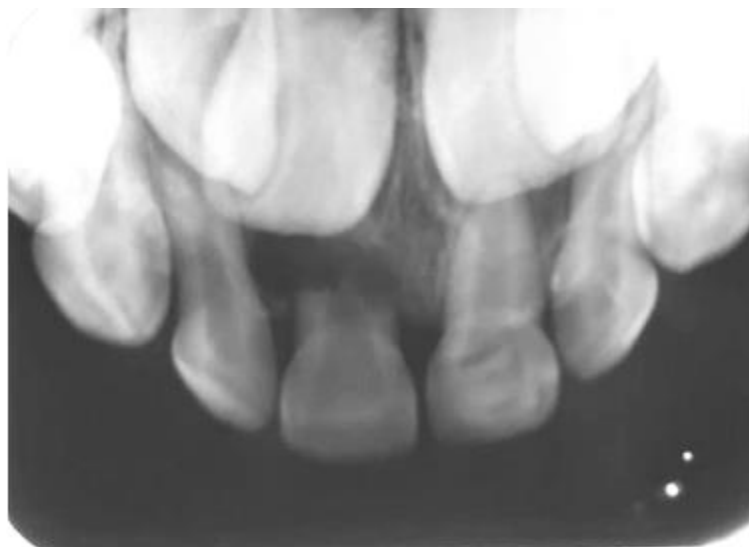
Radiografia periapical modificada do dente 51.
